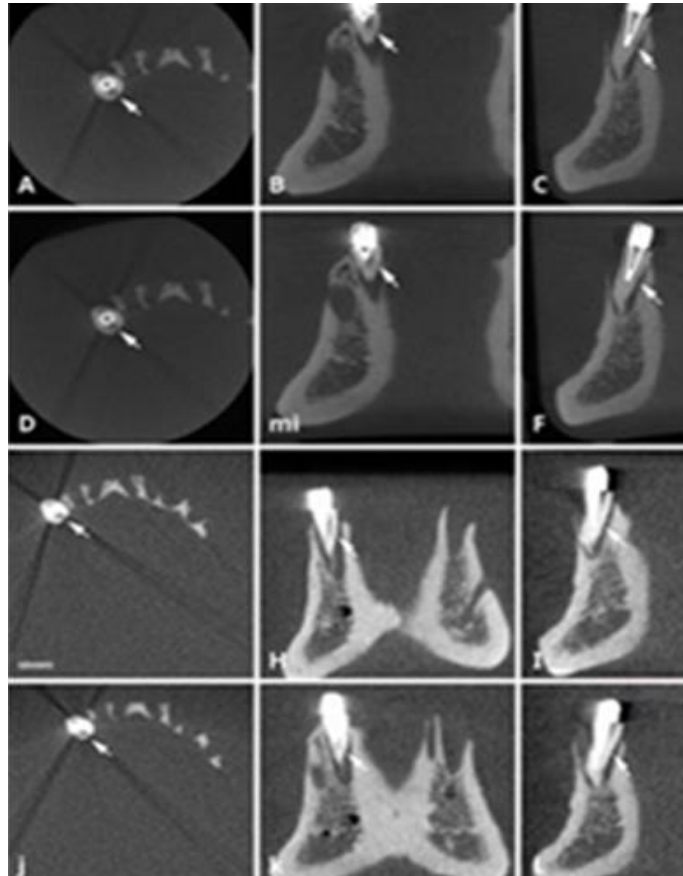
Tomografía con distintos tamaños de Voxel. (Imagen) Influencia del tamaño de voxel en la detección basada en Tomografía Computarizada de Haz Cónico de fracturas verticales radiculares en presencia de objetos metálico, 2018, [10.5624/isd.2018.48.3.177](https://doi.org/10.5624/isd.2018.48.3.177)
